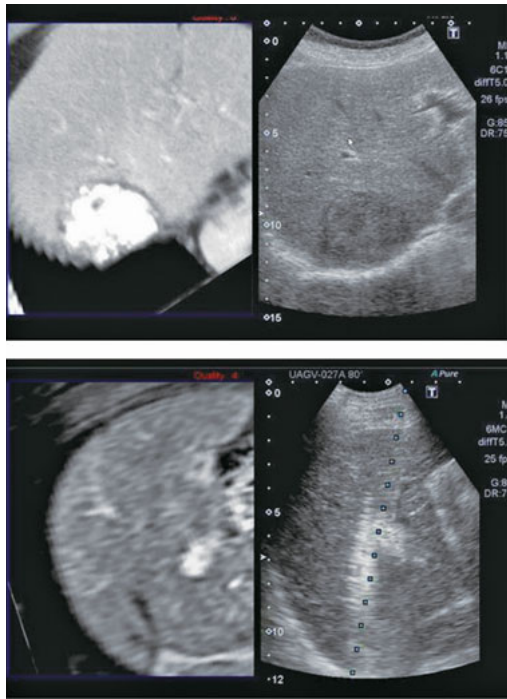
Real-time Virtual Sonography
